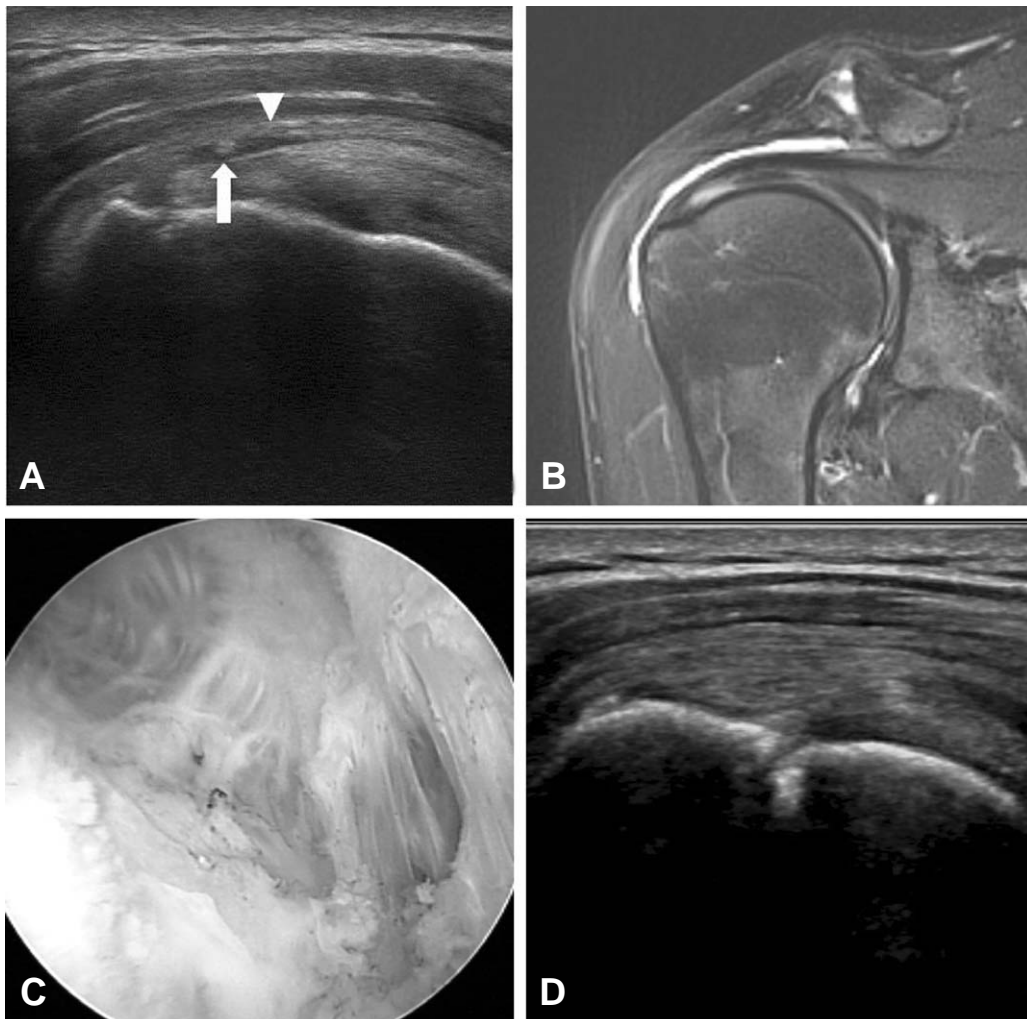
(A) longitudinal scan of US shows thread(arrow) and thickened bursa with fluid collection. (arrow head). (B) T2-weighted MRI represents subdeltoid on supraspinatus tendon. (C) Intraoperative photograph shows that a knot impinge against the acromion. (D) Bursitis disappeared in post operative US image.
